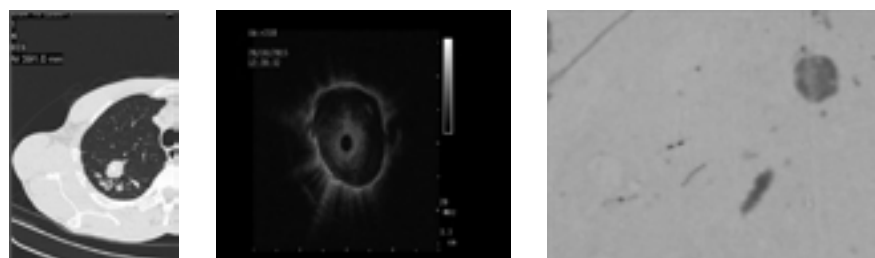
Компьютерная томограмма пациента 40 лет, получавшего 6 месяцев химиотерапию по 1 режиму в туберкулезной больнице при отрицательных результатах микробиологической диагностики на МБТ. В заднем сегменте верхней доли правого легкого S2 - туберкулема с очагами отсева и кальцинатом в центре (а), зонд находится в центре круглого гомогенного образования с ровной непрерывистой четкой границей и гиперэхогенной «точкой» на 1 час (б), выявление КУМ при окраске по Циль-Нильсену в цитограмме браш-биопсии этого пациента (в).
